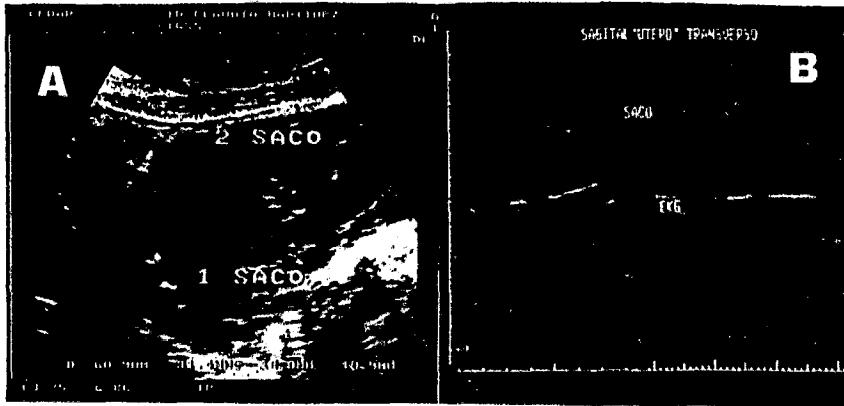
A: Notese los 2 sacos gestacionales, saco 1 deformado, saco 2 con feto vivo por USG vaginal. B: Notese el saco con el feto vivo y la toma de frecuencia cardíaca.
